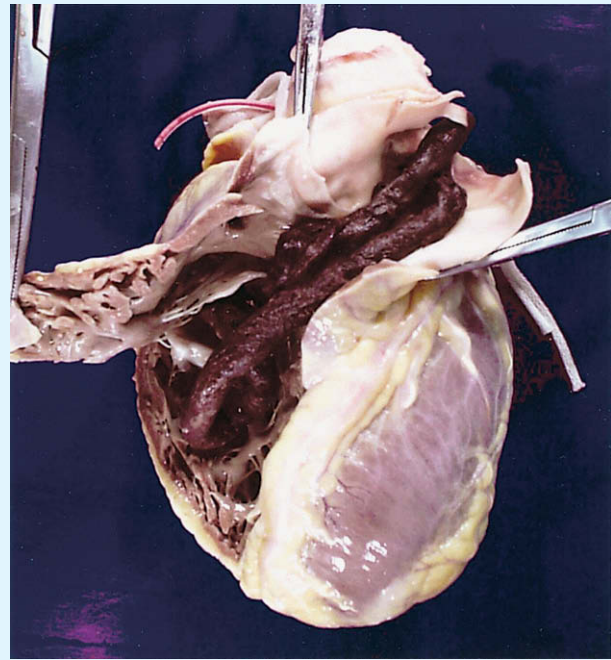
Figura C-41 ■ Fotografía de autopsia del ventrículo cardíaco derecho de un varón de 58 años que había sufrido una laminectomía cervical con descompresión. Treinta y tres días después de la cirugía, se quejó de dolor en la pantorrilla derecha, y tenía signo de Homans positivo. La eco Doppler venosa detectó un trombo que se extendía desde las venas postibial y poplíteas hasta la vena femoral. A pesar del tratamiento anticoagulante con heparina, el paciente fue encontrado dos días después inconsciente y con una baja saturación de oxígeno. No respondió a la reanimación cardiopulmonar y murió. La autopsia mostró un tromboembolismo en el ventrículo derecho que ocluía la arteria pulmonar. (Cortesía de H. Meyerson y Robert Hoffman, Department of Pathology, Case Western Reserve University, Cleveland.)
